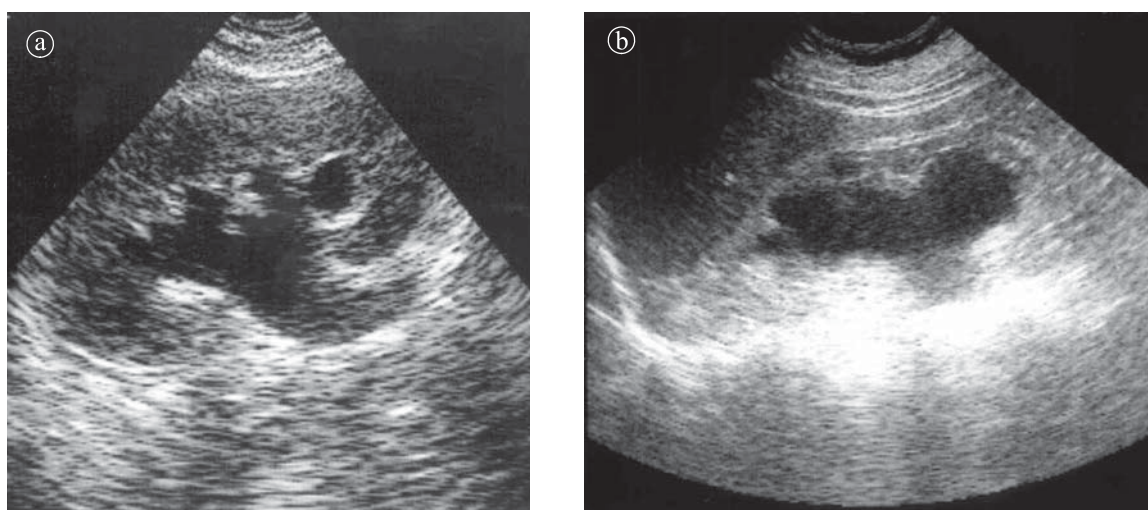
Sindrom de jonctiune pieloureterală. a) Hidronefroză gradul III. b ) Hidronefroză gradul IV. Ecografie secțiuni longitudinale.
